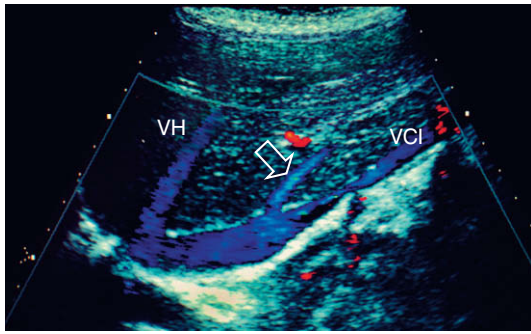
Imagen longitudinal de Doppler color del hígado y la vena cava inferior (VCI) a lo largo del flanco derecho. Existe una vena hepática accesoria prominente (flecha) desde el segmento posteroinferior del lóbulo hepático derecho (segmento 6 de Couinaud). Esta vena desemboca en la vena cava inferior aproximadamente 3 cm por debajo de la confluencia de las venas hepáticas (VH) derecha, media e izquierda.
